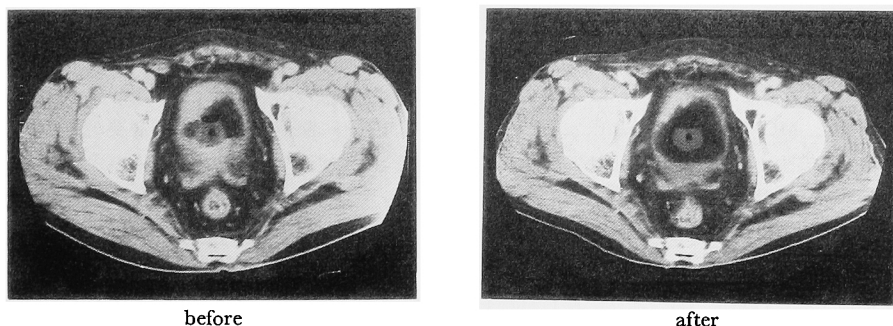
CT-scan shows bladder tumor decreased in size after chemotherapy. (patient No. 10)
